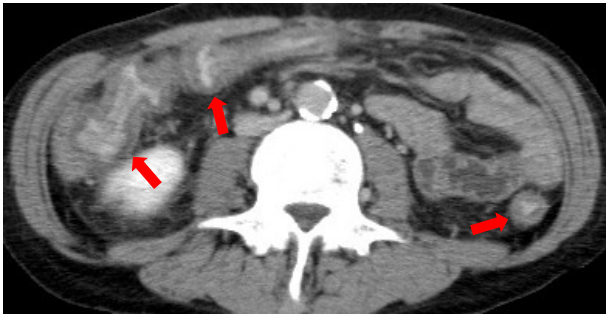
Enhanced computed tomography revealed intestinal edema in whole colon.
